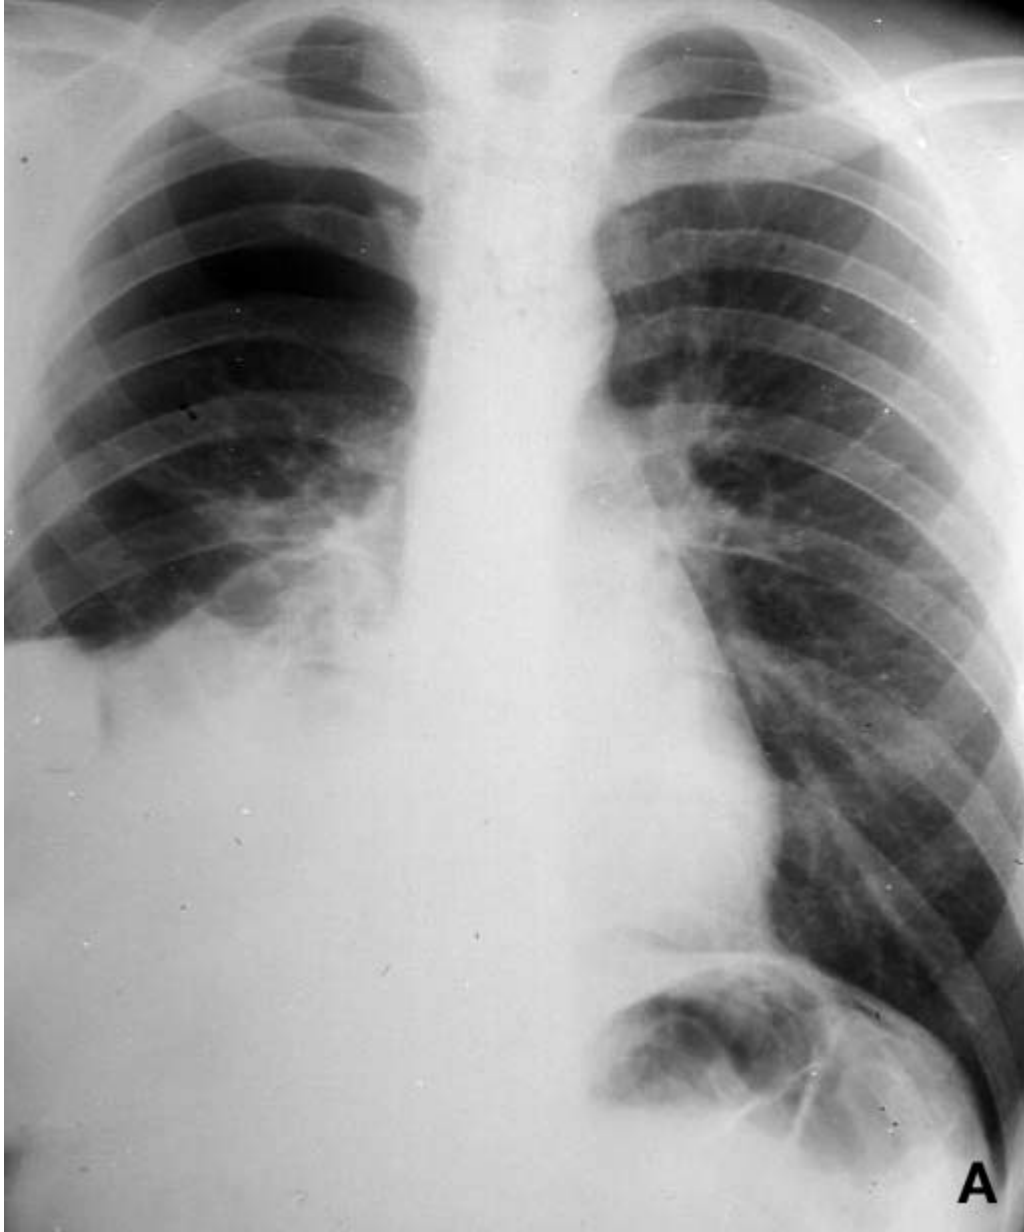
Radiographie pulmonaire : surélévation de la base pulmonaire droite.[57]
